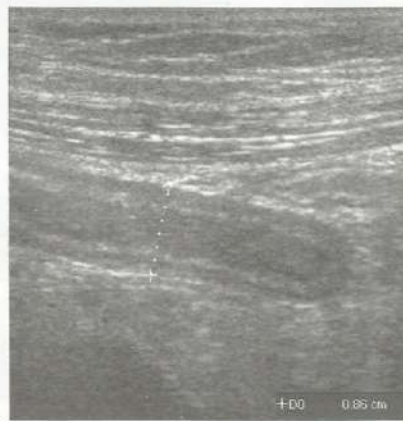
Apendicite aguda à ultra-sonografia. A, Corte longitudinal mostrando imagem tubuliforme, em fundo cego (apêndice), na fossa ilíaca direita; B, corte transversal do apêndice que apresenta diâmetro maior do que 6 mm.
